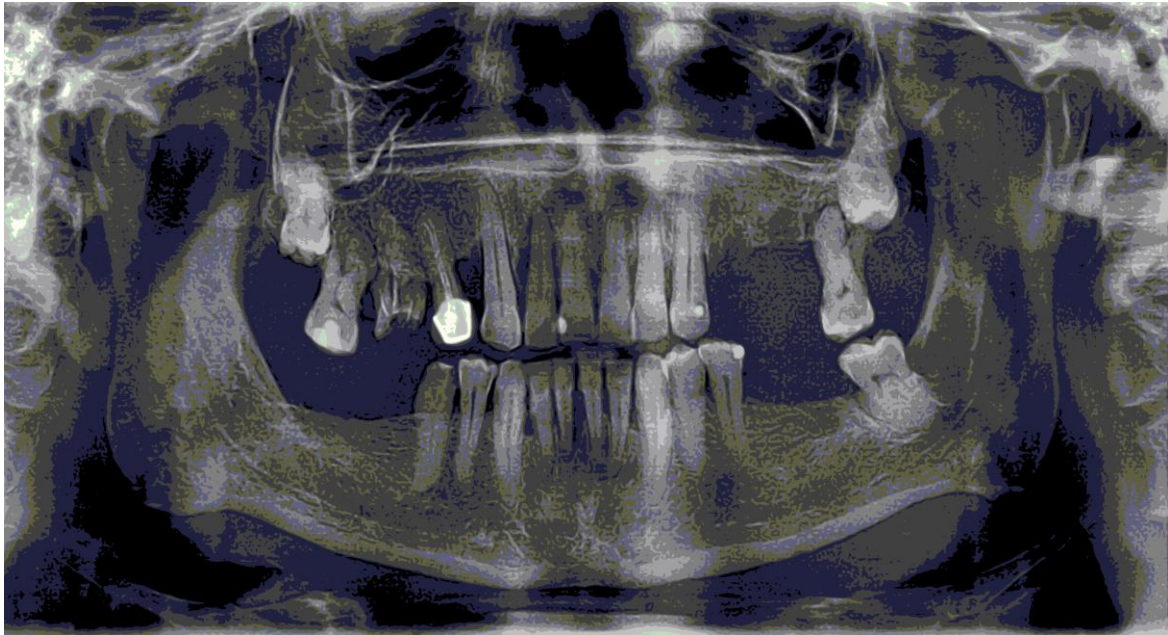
Ортопантомограма робітника Б., 59 р. (№ 1 карти) до лікування
